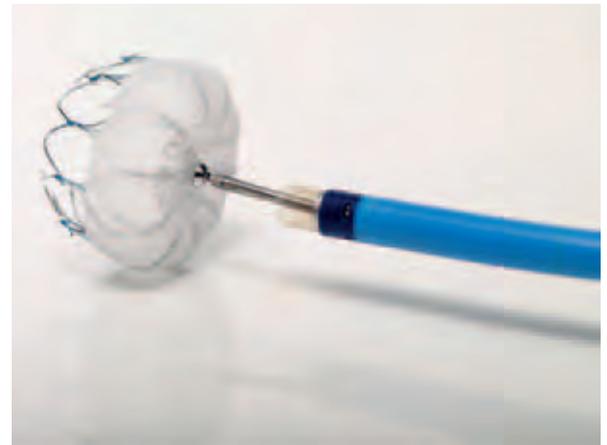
Das Watchman-Device von Boston Scientific besteht aus einem selbstexpandierenden Nitinolrahmen, an dem zehn Fixierungshaken befestigt sind. Die Oberfläche wird von einer PET-Schicht (PET=Polyethylenterephthalat) bedeckt. Das Device ist in verschiedenen Größen verfügbar und wird in einem vorgeladenen Applikationskatheter geliefert. In dieser Abbildung ist es noch am Applikationskatheter verschraubt. Hierüber ist eine Repositionierung (Recapture) bei nicht optimaler Platzierung im LAA möglich. Nach korrekter Positionierung im LAA wird es vom Applikationskatheter abgeschraubt und versiegelt das LAA Ostium. © Boston Scientific, 2016
